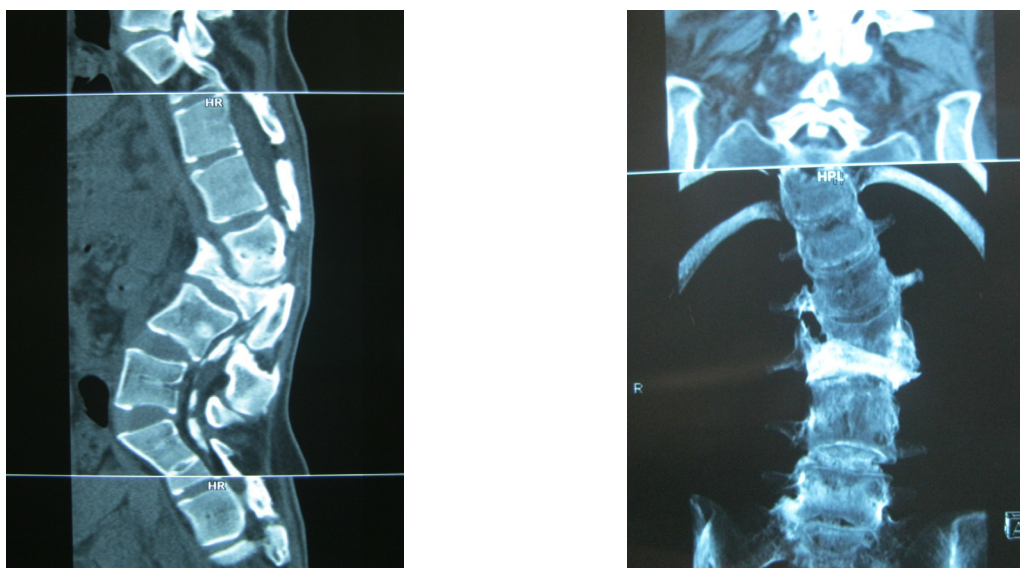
МРТ, КТ томограммы пациента Н. Перелом тип С3
